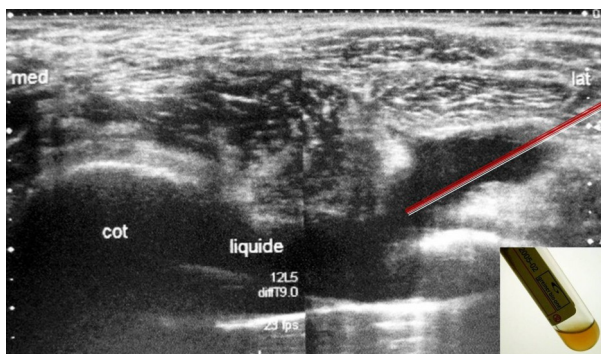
coupe échographique axiale dans l'axe du col. Epanchement intra-articulaire. Ponction échoguidée : liquide citrin. Pas d'infection
